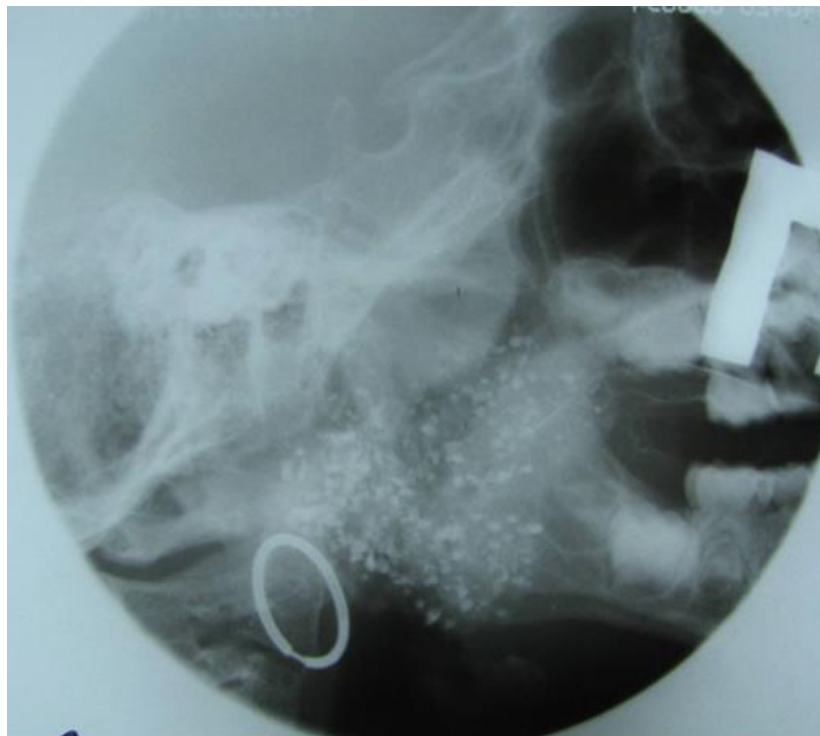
Ребенок Г-ев, 7 лет. Контрастная рентгенография правой околоушной слюнной железы. Диагноз: хронический паренхиматозный паротит.
